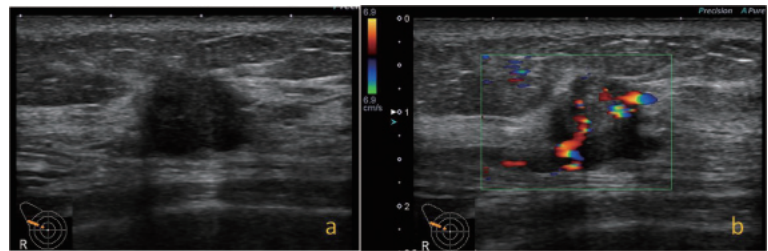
症例1. (a)Bモード像. 右乳房10時方向に不整形で境界明瞭粗ざうな低エコー腫瘍を認める. (b)カラードプラ. 内部を貫通するように屈曲蛇行する血流シグナルを認める.
